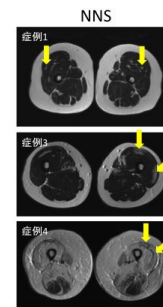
NNS 症例の大腿部 MRI (T2WI)
